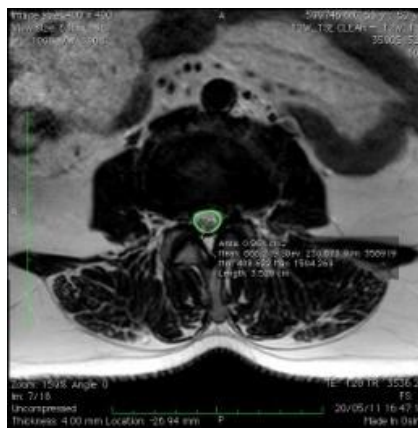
Exame de RM em corte axial mostrando a medida da ASTSD em canal com estenose moderada.
